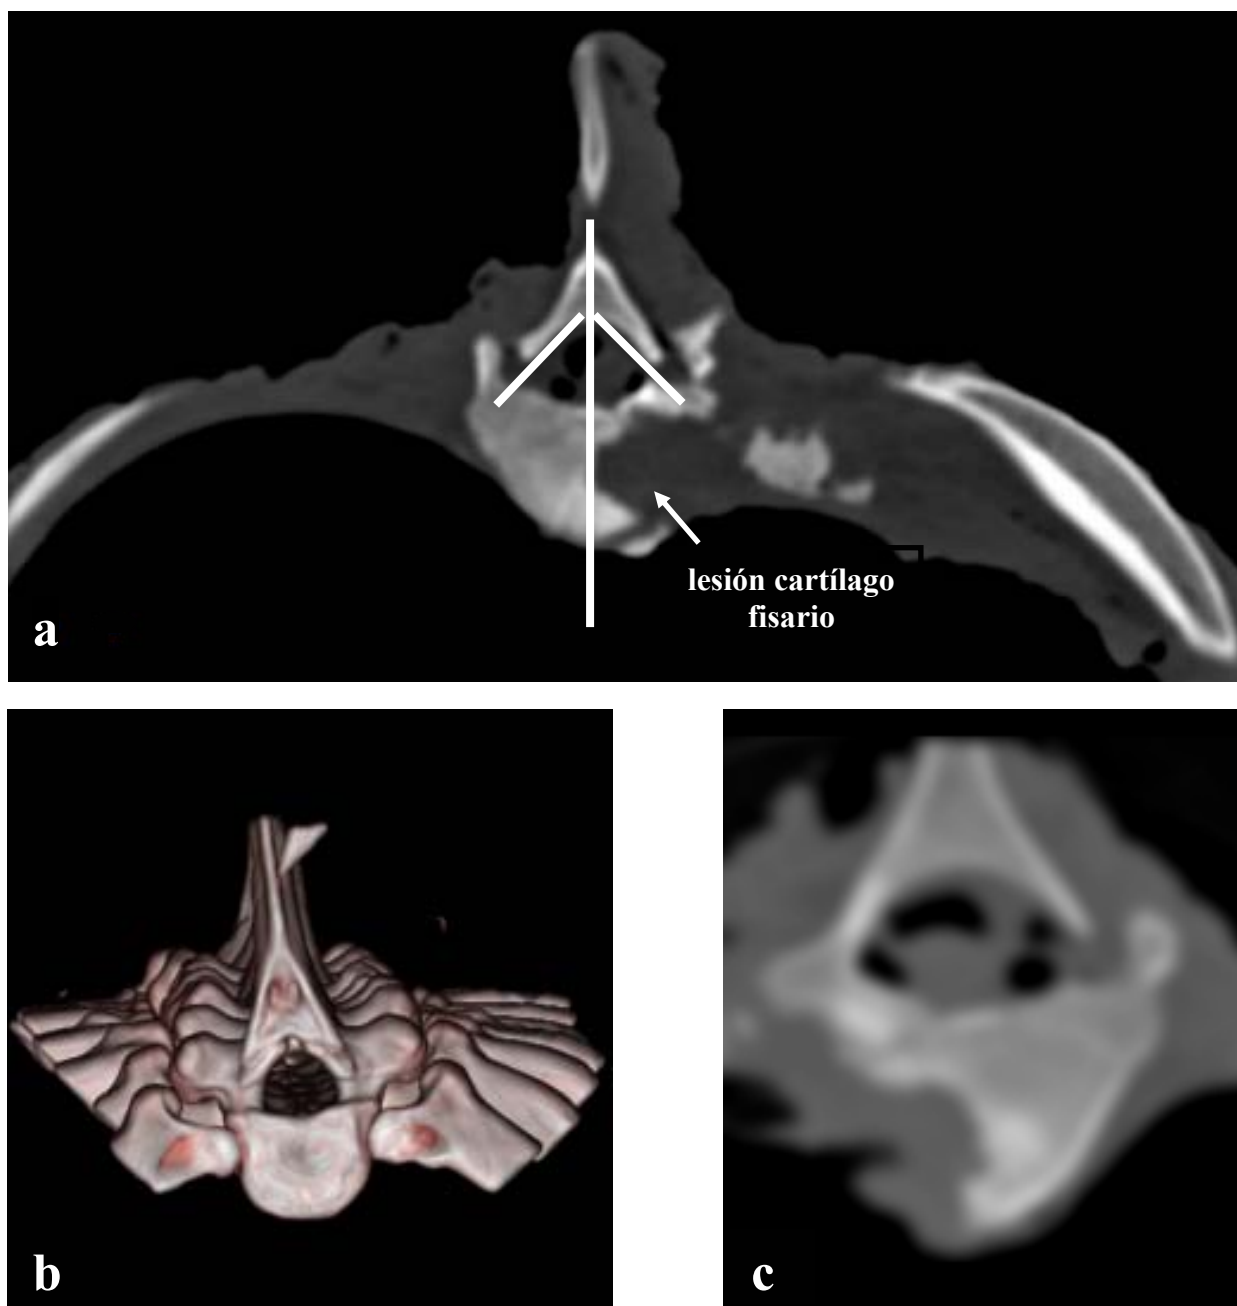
a) No se produce rotación en la vértebra apical en estudio con tomografía axial computerizada (método Ho's); b) Estudio 3 D del segmento lesionado sin apreciar rotación vertebral; c) Corte mediotransverso en vértebra con lesión fisis sin objetivar alteración significativa en el ancho del pedículo de ambos lados.
